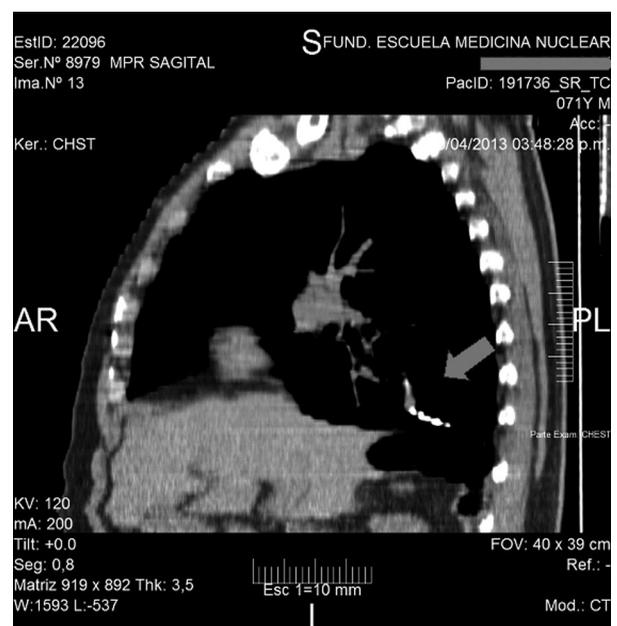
TC DE TÓRAX DE ALTA RESOLUCIÓN: RECONSTRUCCIÓN SAGITAL. Material hiperdenso en una arteria segmentaria lobar inferior del lado derecho.
